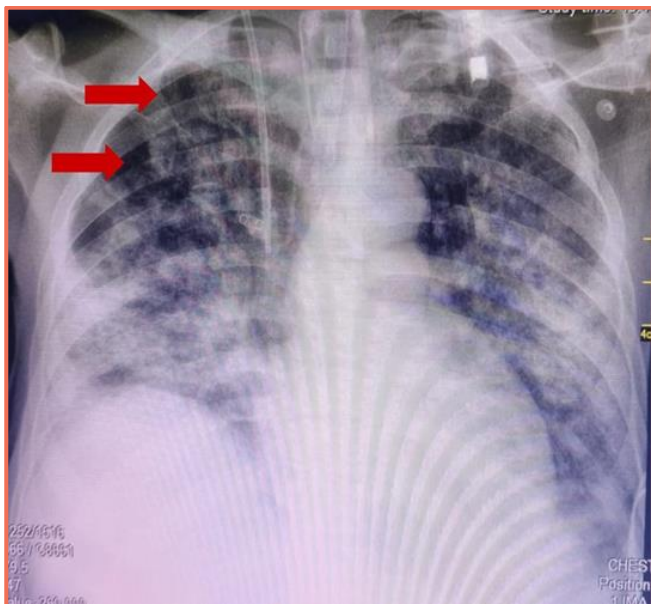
Radiografía simple de tórax AP donde se evidencian radiopacidades simétricas, difusas y bilaterales; en ambos campos pulmonares. Se aprecian zonas radiolúcidas de forma circular, con bordes bien definidos, ubicadas en el lóbulo superior derecho que evidenciaría bullas pulmonares (flechas rojas).
